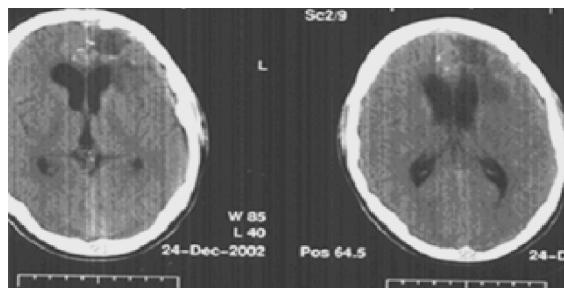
Компьютерные томограммы головного мозга пациента С.
